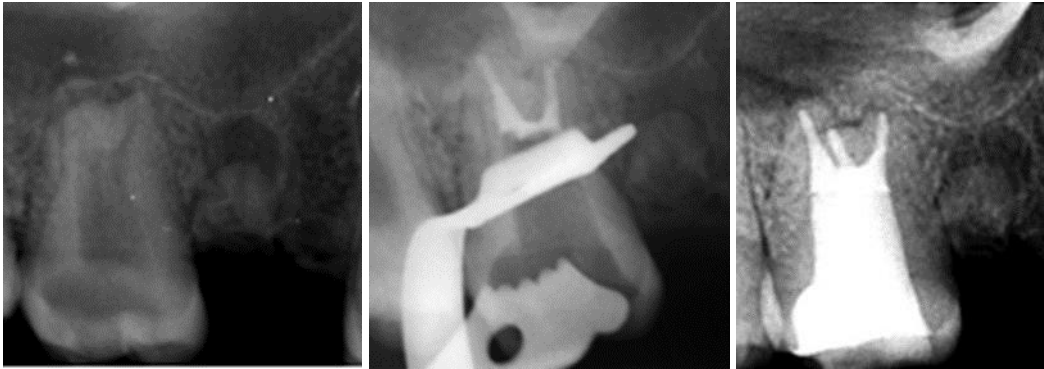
Radiographies rétroalvéolaires d'une 27 taurodontique : avant traitement (à gauche), après obturation endodontique des canaux courts (au milieu) et après obturation coronaire (à droite) (241).
